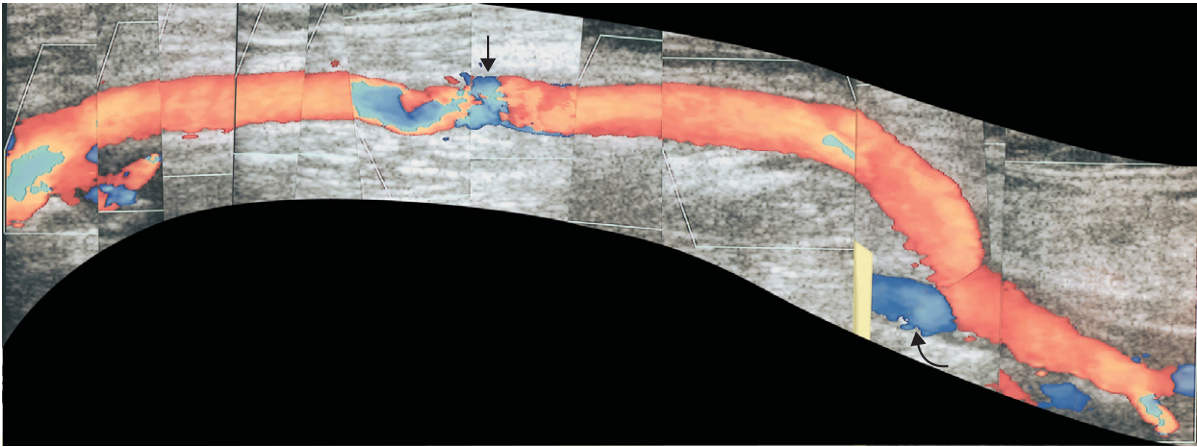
Farbdoppler-Bildmontage eines In-situ-Bypasses. Zonen mit Farb-Aliasing und gestörter Strömung im Hauptstück des Gefäßimplantats können auf eine Bypass-Stenose hindeuten (*Pfeil*). Diese Zonen sollten spektraldopplersonographisch sorgfältig geprüft werden. Über der distalen Anastomose ist in einem kurzen Abschnitt der A. poplitea ein retrograder Fluss erkennbar (*gebogener Pfeil*).
